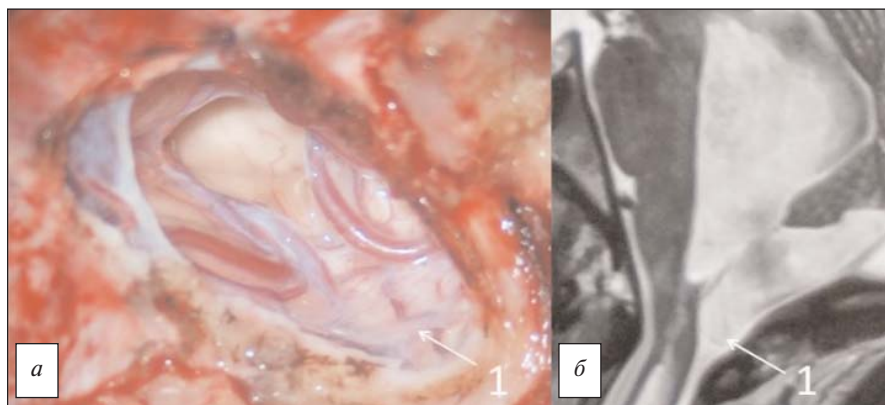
Вид операционной раны после иссечения мембраны, закрывавшей отверстие Мажанди (интраоперационное микрофото, а); фрагмент предоперационной МРТ (б). 1 — листок прозрачной мембраны, закрывающий выход из большой цистерны в заднее ликвороносное пространство спинного мозга
